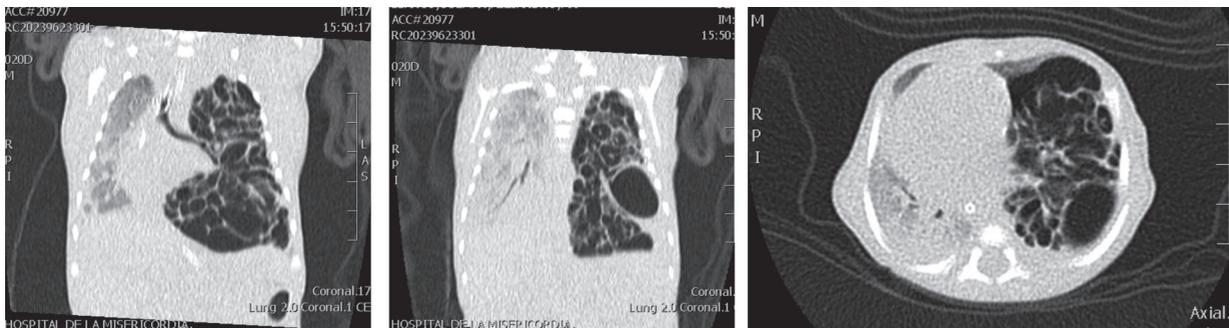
Tomografía Axial Computarizada y reconstrucción multiplanar (coronal y sagital). Distorsión de la arquitectura pulmonar en el lóbulo inferior izquierdo con lesiones avasculares de pared fina y áreas hipodensas avasculares intralobulillares y peribroncovasculares (enfermedad intersticial). Atelectasia del lóbulo superior izquierdo, vidrio esmerilado multilobar derecho. Neumotórax tabicado basal izquierdo.
